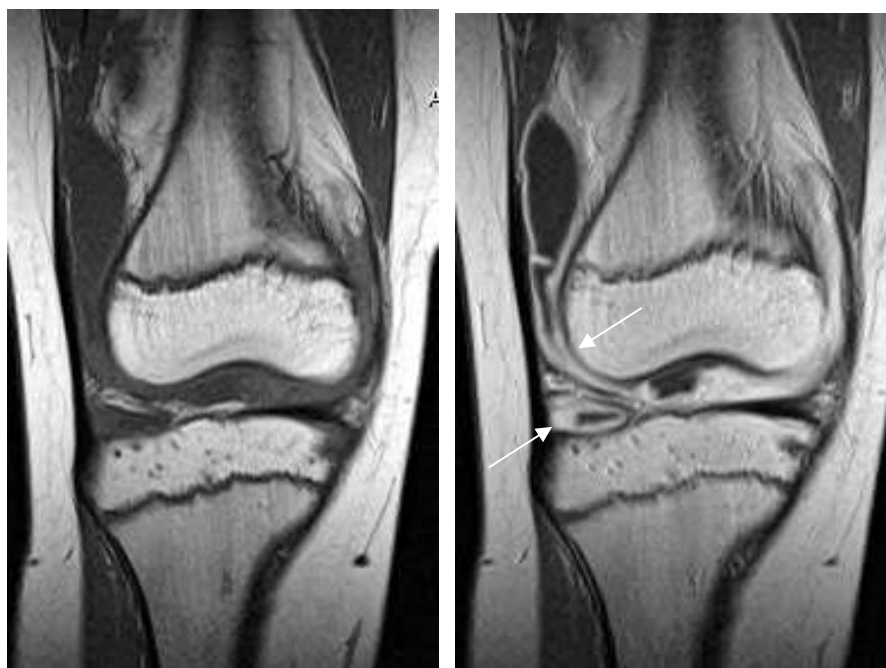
МРТ коленного сустава в коронарной проекции режиме T1-ВИ. А – до контрастирования, Б – после контрастирования. Равномерная распространенная пролиферация синовиальной оболочки (до 0,7 см) в сочетании с внутрисуставным выпотом
